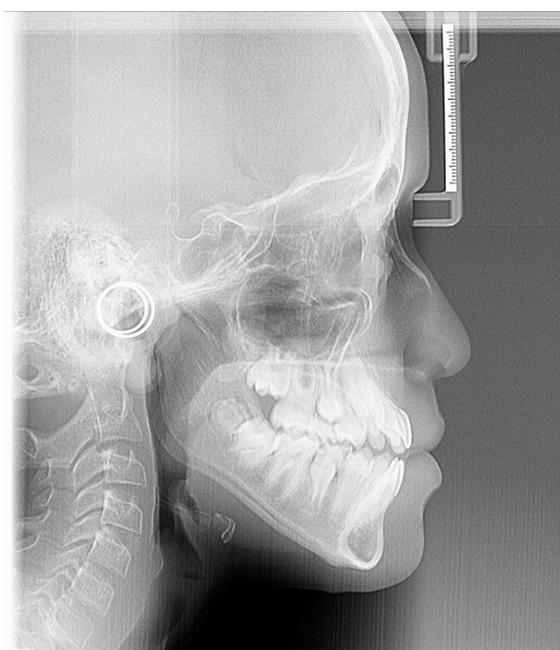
Telerradiografia digital lateral do paciente apresentado aos participantes da pesquisa.
